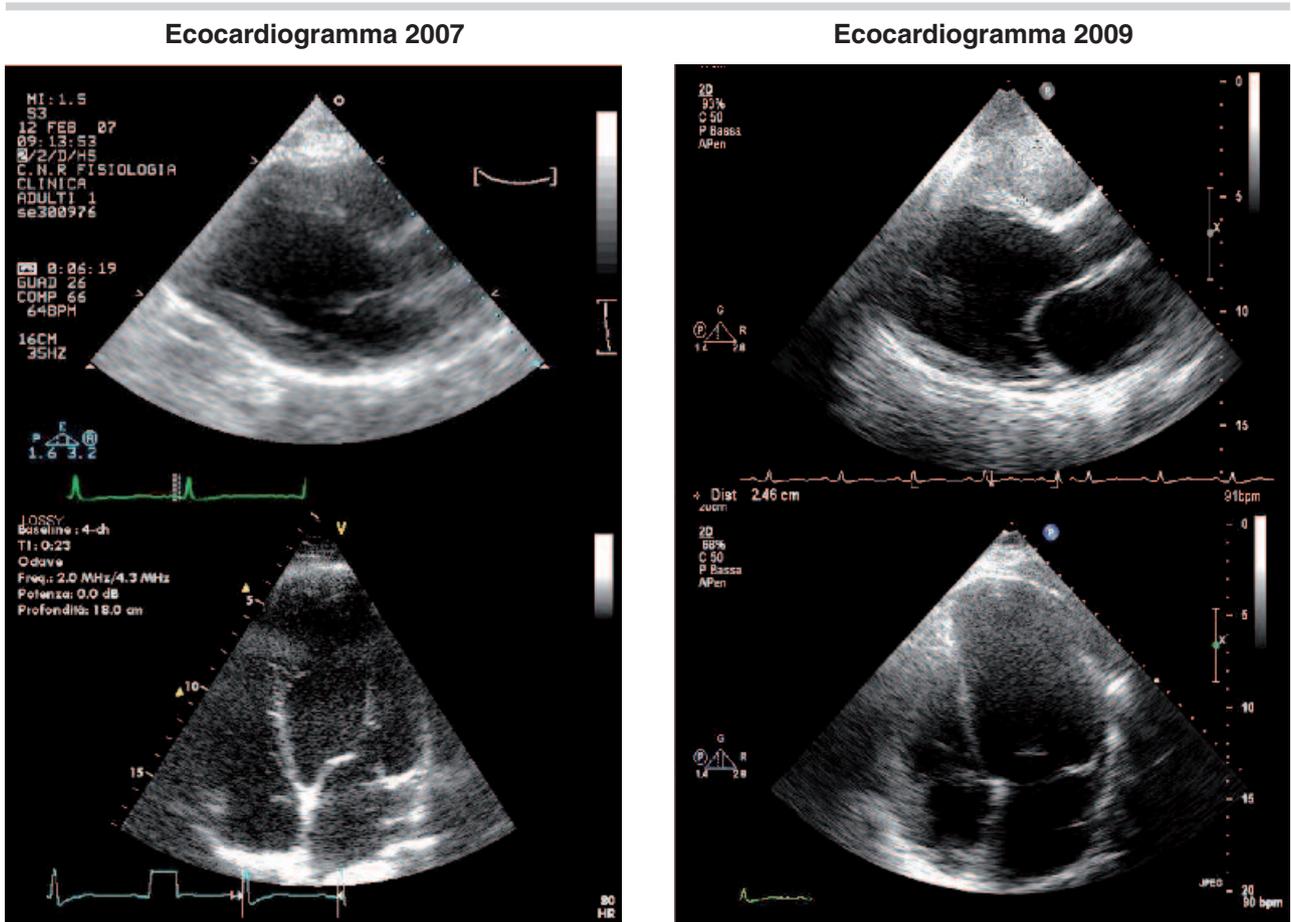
Confronto dell'imaging ecocardiografico.
